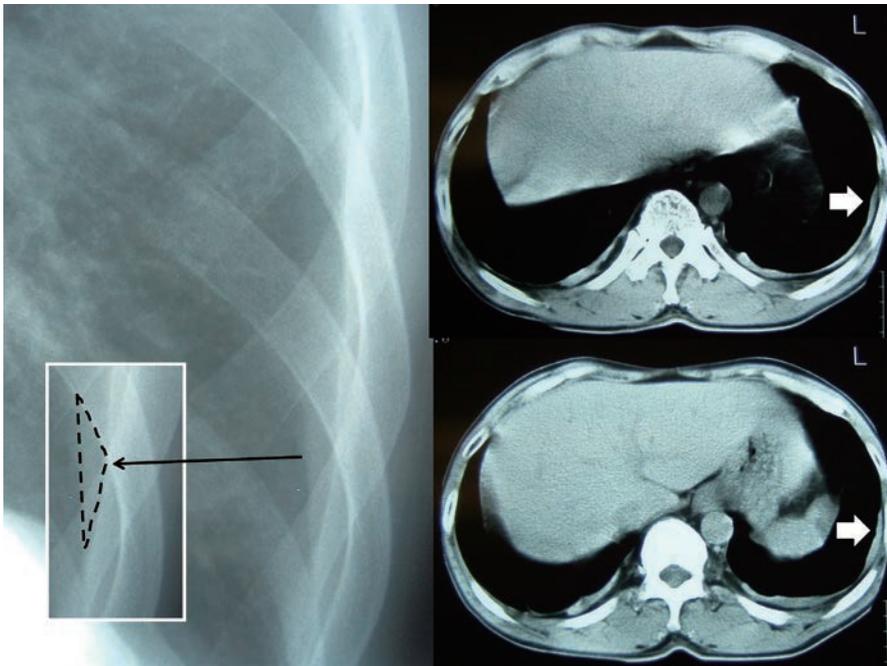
胸部X線単純写真上の胸膜プラーク疑い陰影(元の写真の該当部をコピーした白枠内に破線で囲んだ部分)が胸部CTで胸膜プラークの白矢印部と確認された例。
